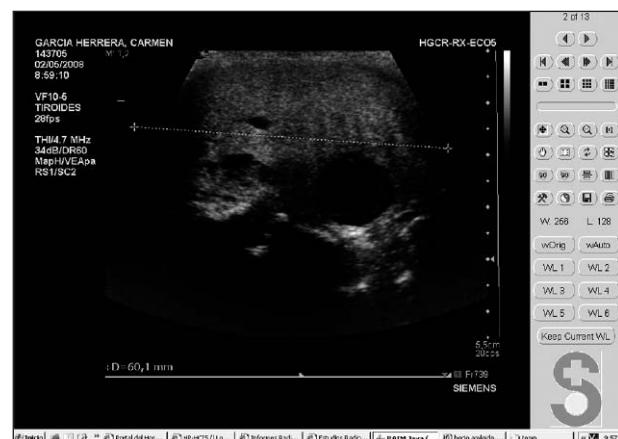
Ecografía de tiroideas. Glándula tiroidea aumentada de tamaño. Lóbulo tiroideo izquierdo de 25 × 27 × 60 mm y lóbulo tiroideo derecho de aproximadamente 36 × 39 × 72 mm.
